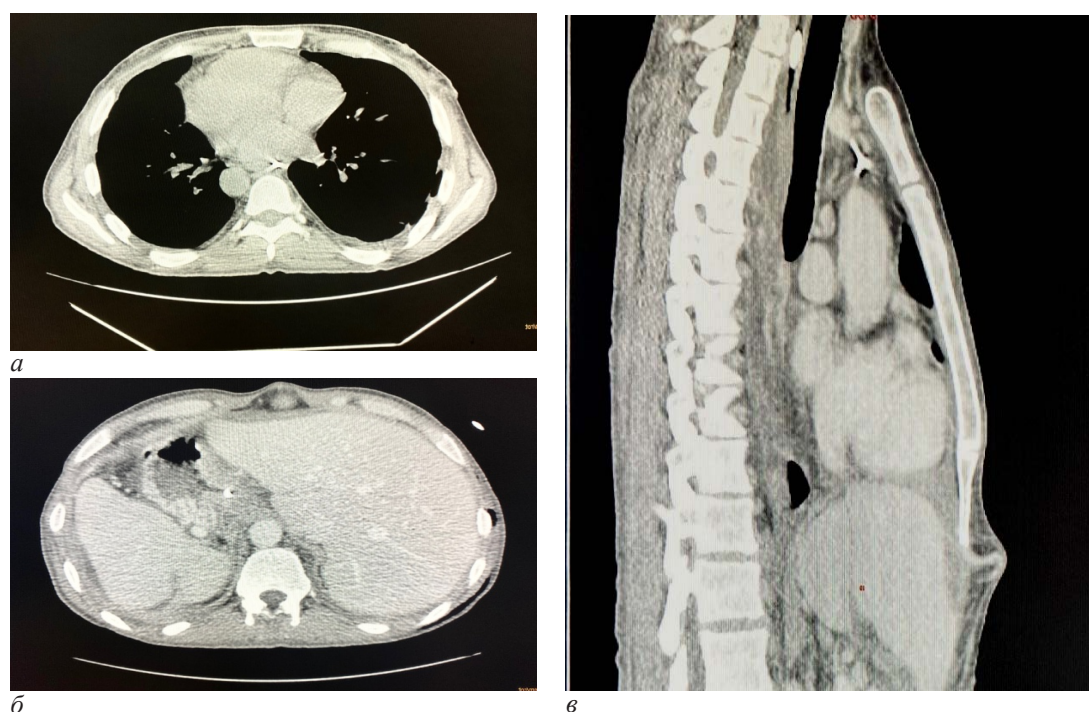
Компьютерная томография ОБП и ОГК: а – аксиальный срез – регресс плеврального выпота; б – аксиальный срез – регресс скоплений в брюшной полости; в – сагиттальный срез – регресс скоплений в заднем средостении по ходу пищевода
